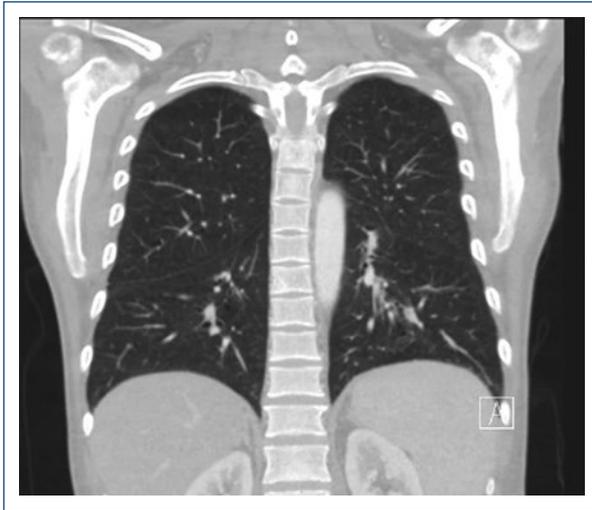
Tomografía de alta resolución. Corte axial, ventana pulmonar, que sugiere enfermedad pulmonar intersticial.
